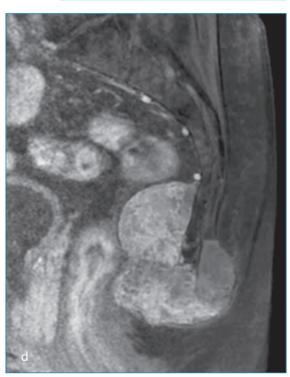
Chordome du coccyx : scanner sagittal en fenêtre abdominale (a), IRM sagittale T1 (b), T2 (c), T1 fat-sat gadolinium (d). Volumineuse masse (têtes de flèche) développée de part et d'autre du coccyx, refoulant le rectum en avant. Lyse de la dernière pièce coccygienne (*) (a). Hyposignal T1 et hypersignal T2 hétérogène. Pseudo capsule périphérique et cloisons en hyposignal T2. Prise de contraste hétérogène (b, c, d).
